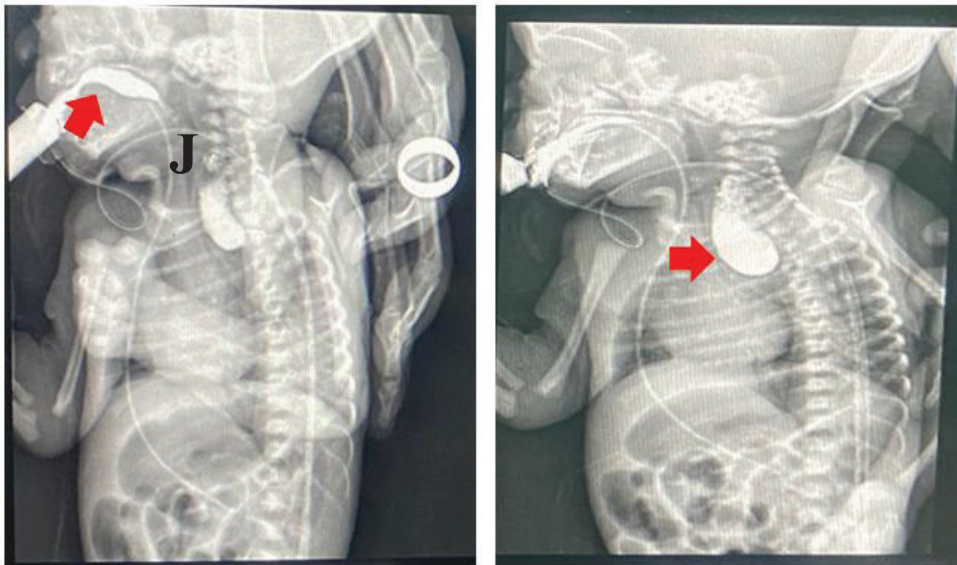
Image radiographique thoraco-abdominales (Jumelle 1 et Jumelle 2)
